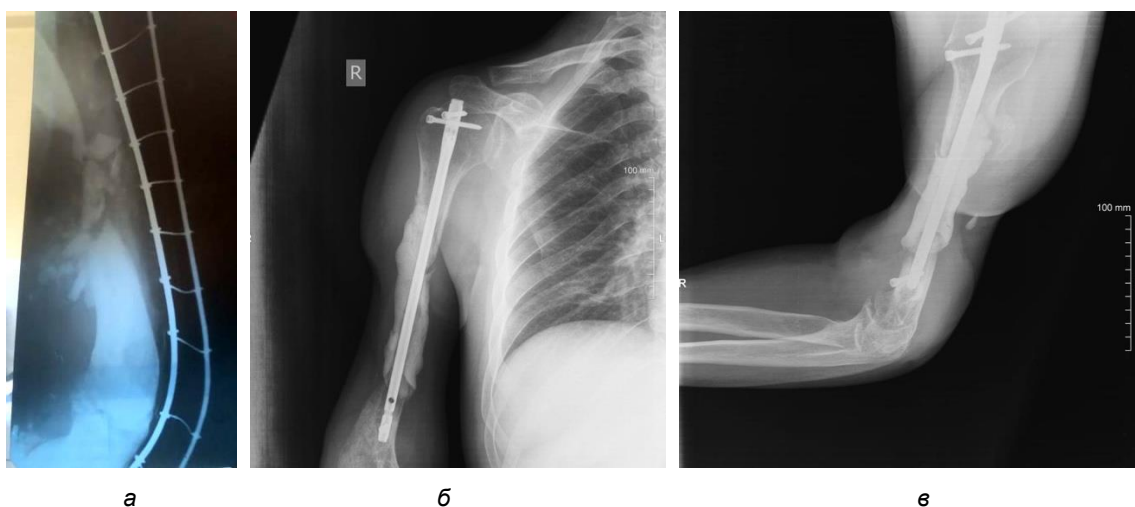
Рентгенография правого плеча:
